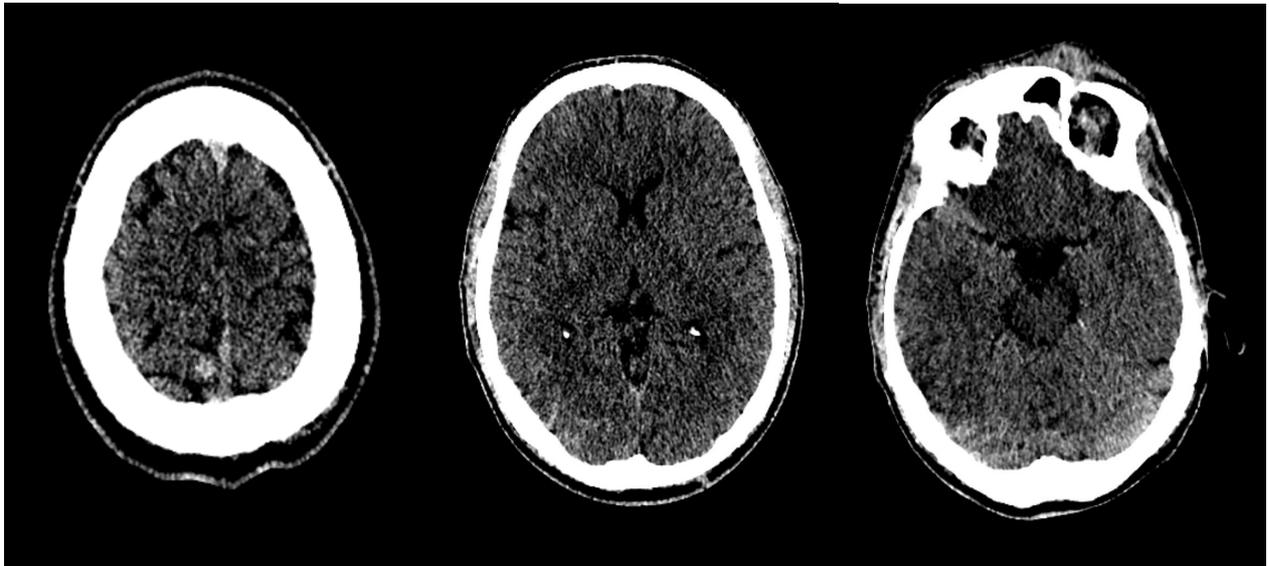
Ausschnitte aus der Computertomographie des Kopfes eines Patienten mit diagnostiziertem SHT und ICB im Sinne eines Coup-Contrecoup Mechanismus. a) fokale ICB parafalzin rechts hochparietal (Contrecoup) b) sulcale Subarachnoidalblutung rechts supratentoriell c) Prellmarke links frontal (Coup). (*Eigene Darstellung*)
